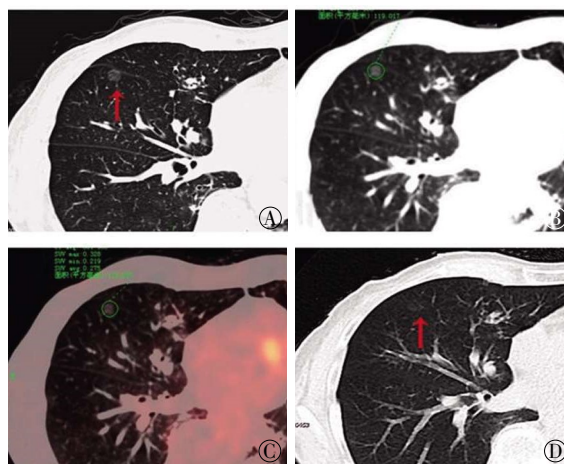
良性肺磨玻璃结节的 ^{18}F -FDG PET/CT 联合同机高分辨率 CT 图 患者男性, 76 岁, 临床随访结节缩小且未新增实性成分归纳为良性病变。图中, A: 高分辨率 CT 于右肺中叶内侧段见直径为 9 mm, 边界清晰的纯磨玻璃结节(红色箭头示); B: CT 横断面图像; C: PET/CT 融合图像, 结节代谢低于本底, 通过 ROI 技术在 CT 断层图上勾画病灶边界, 对应 PET 得出 SUV_{max} 约为 0.328; D: 半年后行 CT 复查示结节直径缩小(红色箭头所示), 约 5 mm。
